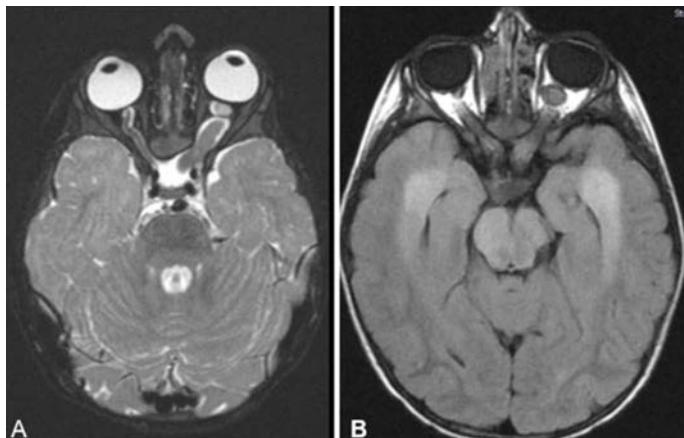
Resonancia magnética nuclear de gliomas del nervio óptico en pacientes con NF1. (A) Secuencia T2, glioma bilateral con afectación quiasmática. (B) Secuencia T1, glioma del nervio óptico izquierdo, con afectación quiasmática (imagen cedida por cortesía de la Dra. Nieves Martín).
